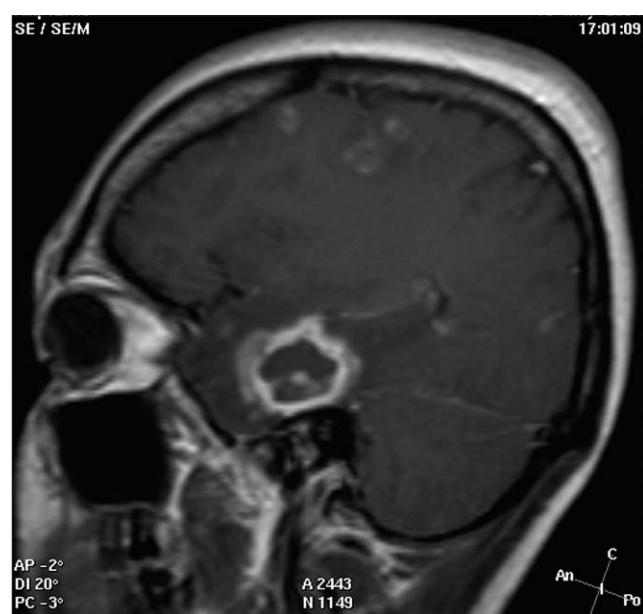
Resonancia magnética nuclear en T1 gadolino axial. Imagen quística de 2,2 x 2,1 cm en la región temporal y lesiones quísticas en la región cortico-subcortical con imagen central.
